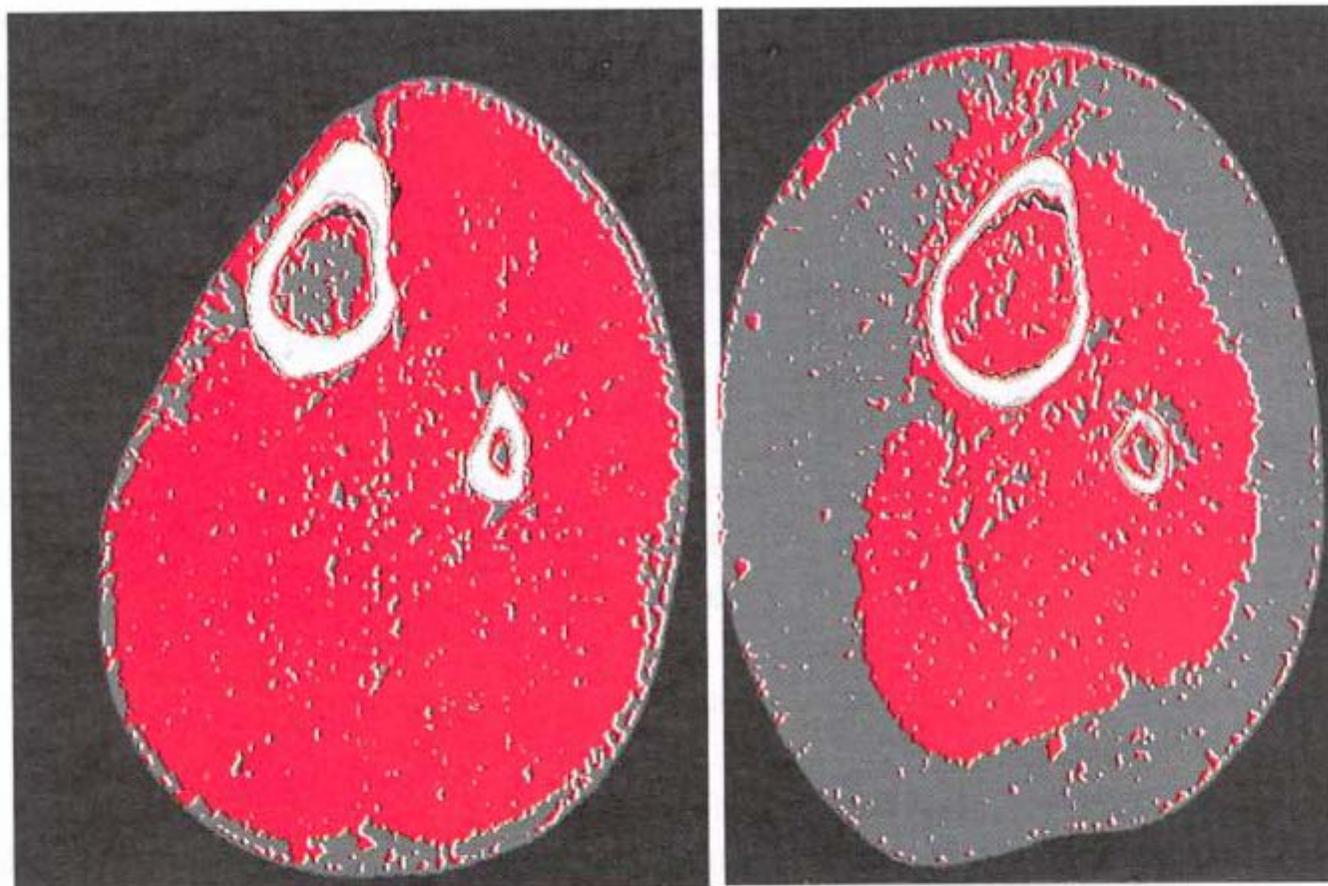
Studio Invecchiare in Chianti-Toscana: tomografia assiale computerizzata della gamba destra in una donna di 25 anni (A) ed in una di 80 anni (B). Si osserva una marcata riduzione della massa muscolare (in rosso) e un aumento del tessuto adiposo e connettivo (in grigio). *(Per gentile concessione del Prof. Luigi Ferrucci).*
